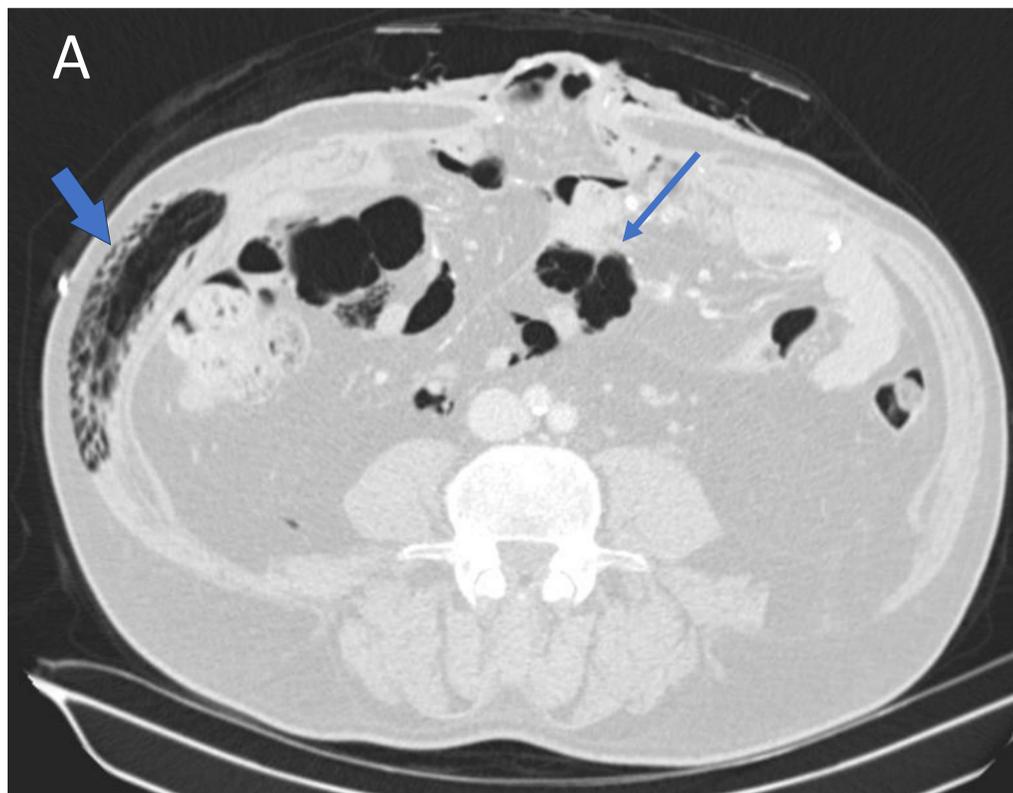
Corte axial en ventana de pulmón (A), corte coronal (B), corte sagital (C) y corte coronal del tórax en ventana de pulmón (D) de la TC del neumoperitoneo. Se observa extenso enfisema subcutáneo en la pared abdominal y torácica derechas (flechas gruesas), aire en escroto (cabezas de flecha) y neumomediastino (flechas huecas). Paciente con escasa cantidad de neumoperitoneo en localización anterior en cavidad abdominal y en raíz de mesenterio (flechas finas).
